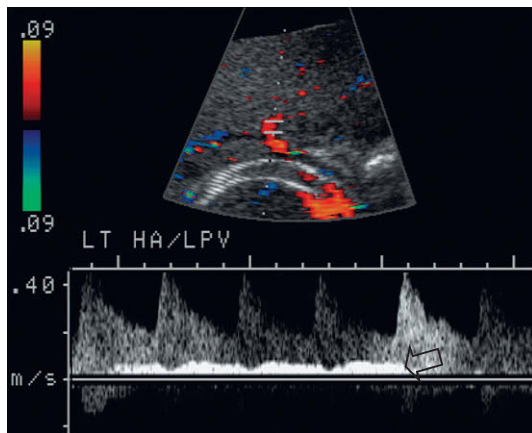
Imagen del trazado espectral Doppler de la arteria hepática izquierda y de la vena porta incluyendo una parte del catéter TIPS. La ausencia de señal de color en la derivación indica trombosis de la TIPS. Esto se confirmó aún más por la dirección del flujo en la rama izquierda de la vena porta, que es hepatópeto, lo cual a su vez contrasta con la dirección normal del flujo en la vena porta izquierda y en la arteria hepática, como se muestra en la figura 7.57.
